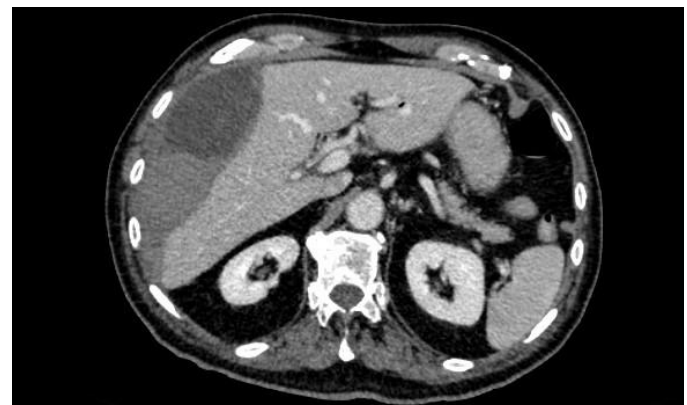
Imagen axial de TC de abdomen con contraste intravenoso en el que se visualiza hematoma subcapsular hepático alrededor de segmentos derechos con presencia de nivel líquido-sangre por efecto hematocrito.
